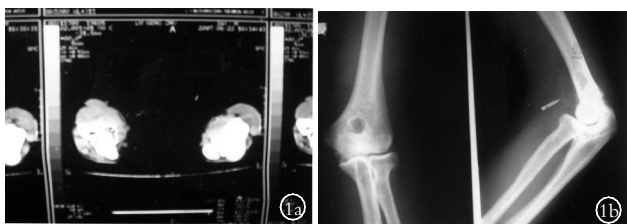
男,33岁,右肘关节滑膜软骨瘤 1a.术前右肘CT片示椭圆形异常影 1b.右肘术前正侧位X线片
